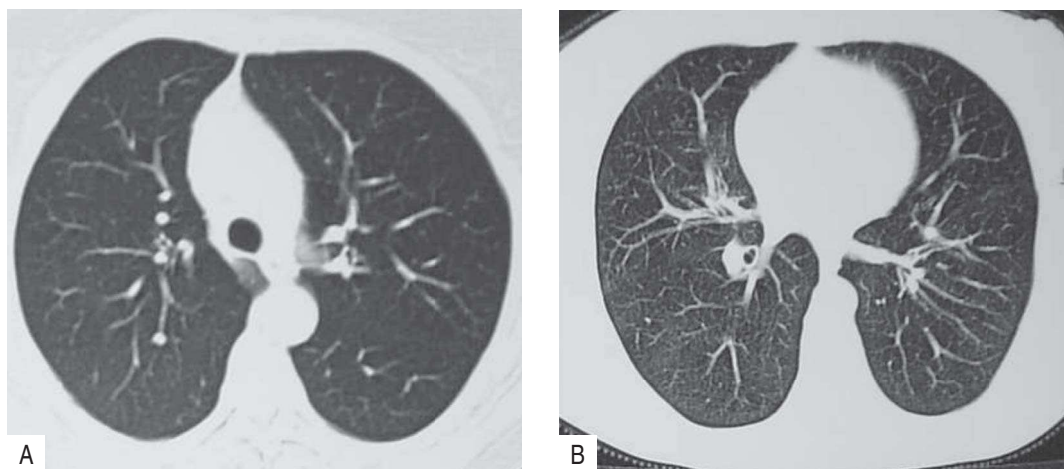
(A, B) – TC torácica realizada seis meses após o diagnóstico histológico e após os oito ciclos de quimioterapia, sem alterações
